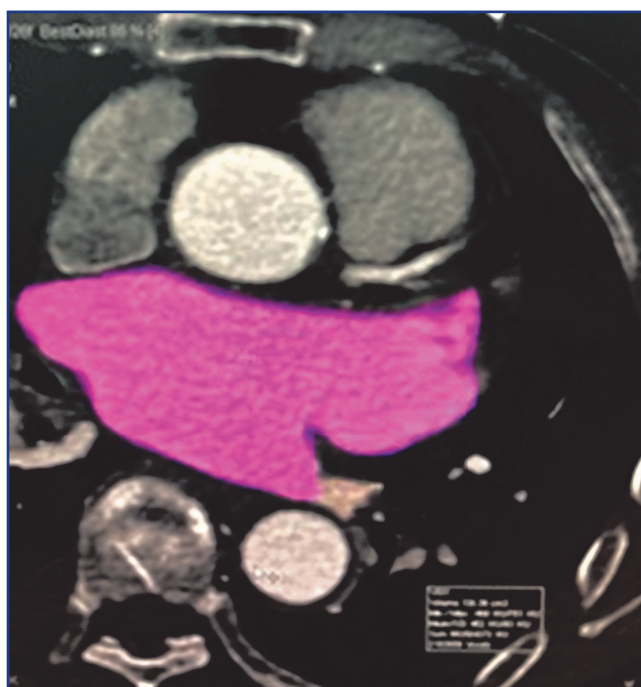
Calculation of left-atrial volume by computed tomography
